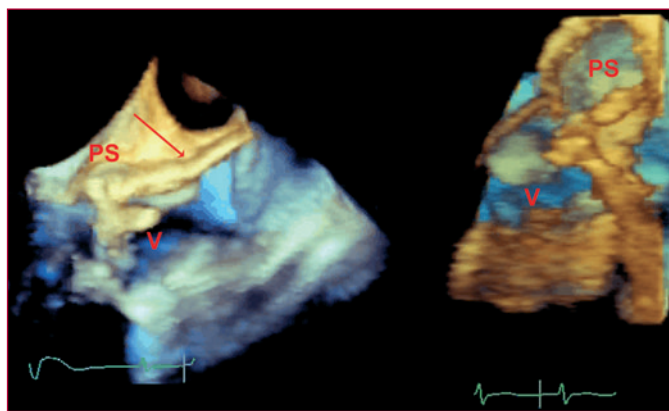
Endocarditis aórtica complicada con pseudoaneurisma y pequeña disección de la raíz aórtica detectada en ecografía tridimensional en tiempo real. La flecha roja indica la penetración del pseudoaneurisma realizando una pequeña disección de la raíz aórtica. PS: pseudoaneurisma; V: vegetación.
